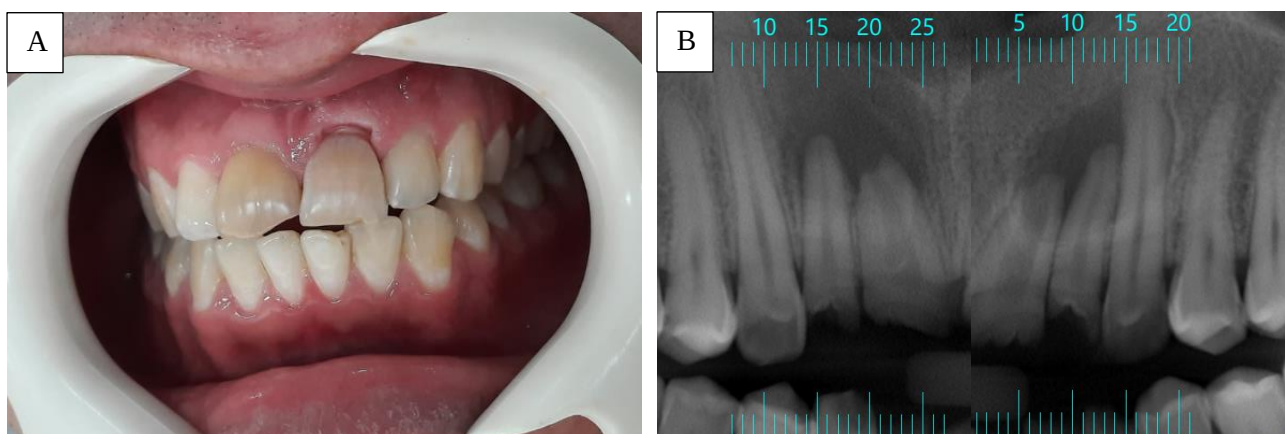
(A) Aspecto Clínico dos dentes 11 e 21; (B) Corte panorâmico da tomografia computadorizada dos dentes 11 e 12.
